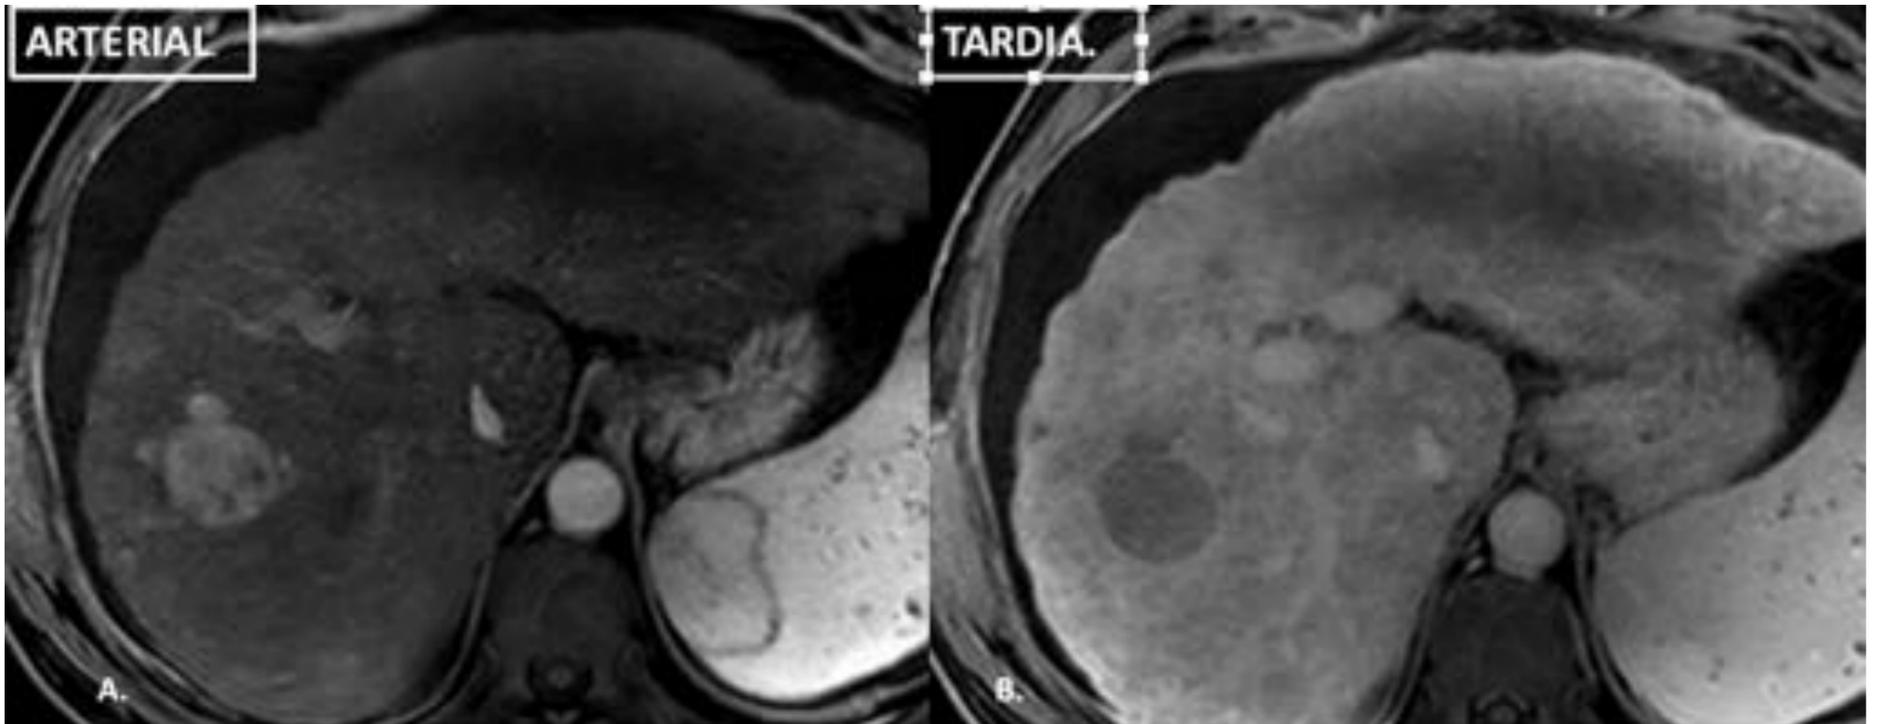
Estudio dinámico RM. Observación situada en LHD, que muestra hiperrealce en fase arterial (con nódulo en nódulo) y "washout" en fase tardía no periférico, que permite categorizar la lesión como LR-5.
